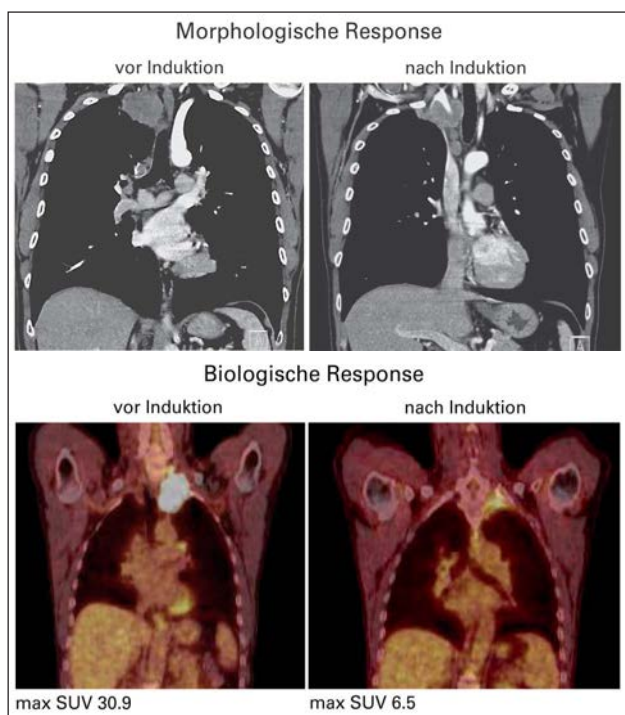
CT- und PET-CT-Untersuchungen zeigen den morphologischen und biologischen Response nach Induktionstherapie. Nachdruck aus Jatro Pulmologie 2/2012: 8–10 mit Genehmigung von Universimed.
